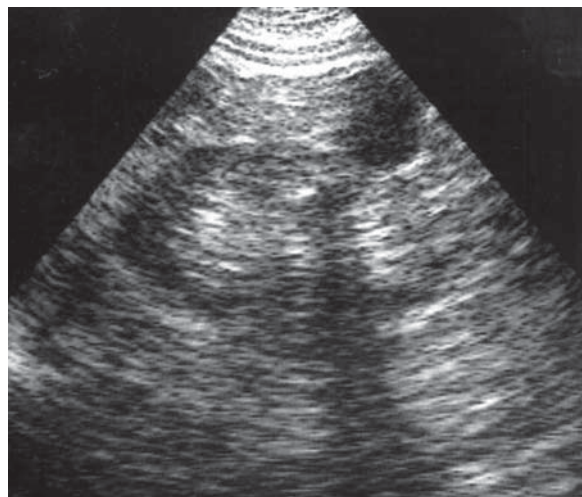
Leziune cicatriceală post pielonefrită acută. Ecografie, secțiune longitudinală. Imagine ecogenă cu umbră acustică posterioară. Ancoșă pe contur. Chist în spațiul pararenal.
